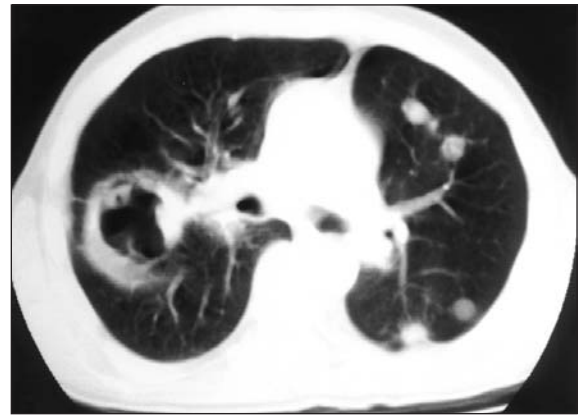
İkinci olgunun başlangıç toraks tomografi kesiti.
